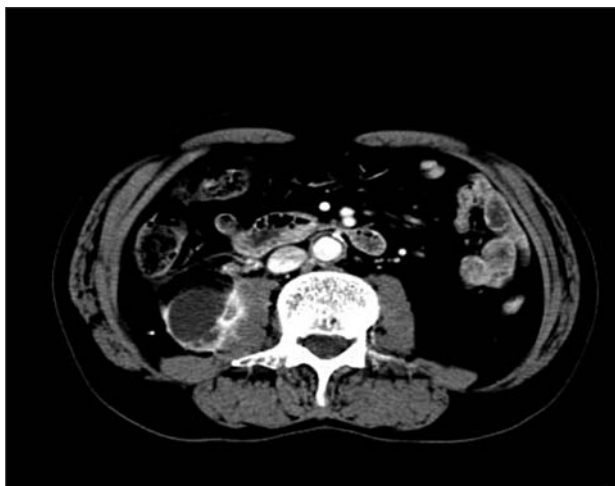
TC addominale: formazione ascessualizzata nel contesto del muscolo psoas destro.
